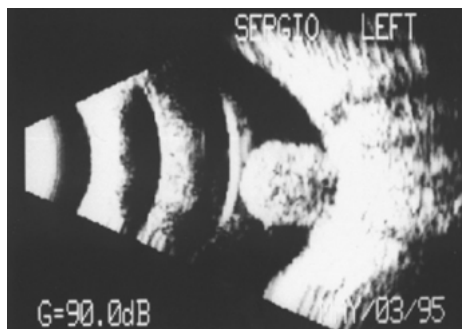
Ultrassonografia em modo B de um melanoma de coroide.
